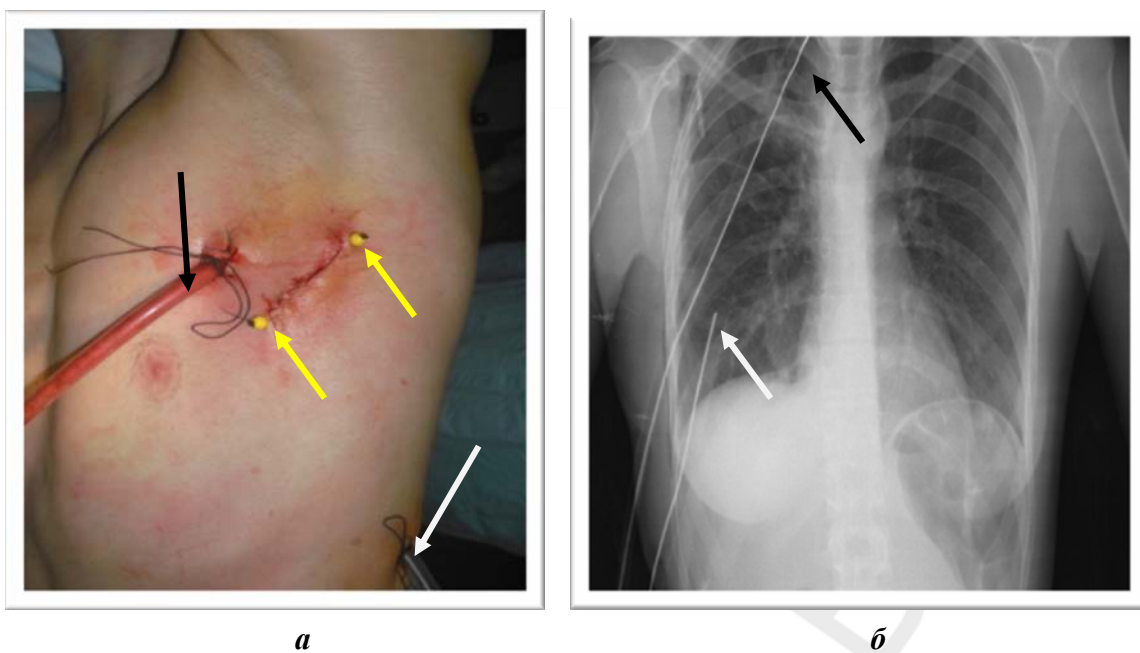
Постановка под видеоконтролем в плевральную полость дренажных трубок: а — миниторакотомная рана ушита внутридермальным швом (желтые стрелки), апикальный (черная стрелка) и базальный (белая стрелка) дренажи в левой плевральной полости; б — на 1-е сутки после операции правое легкое расправлено, апикальный (черная стрелка) и базальный (белая стрелка) дренажи на рентгенограмме ОГК
